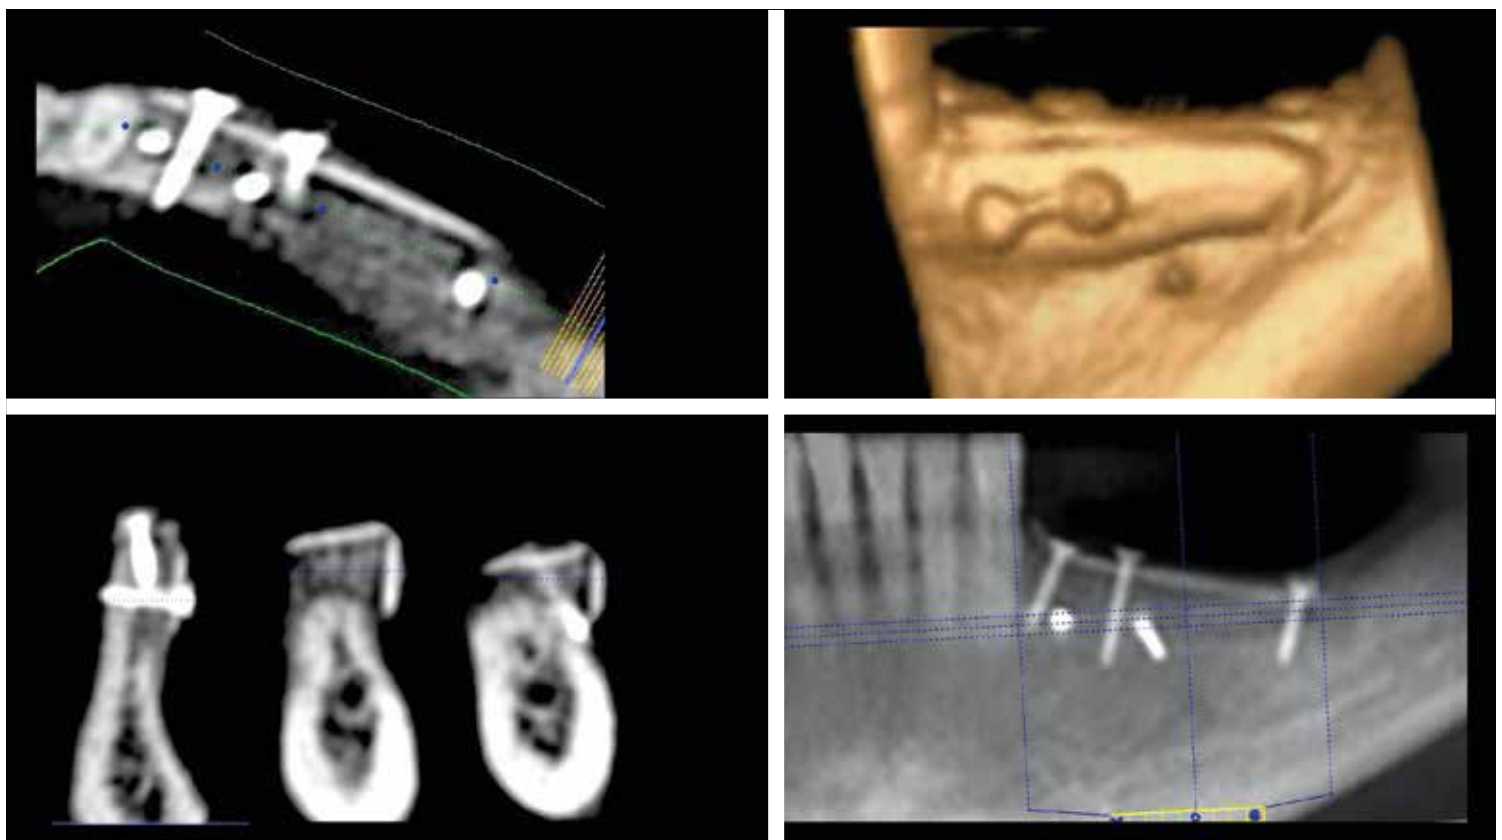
CBCT transcurridos 4 meses del procedimiento de aumento y previo a la planificación de los implantes.
